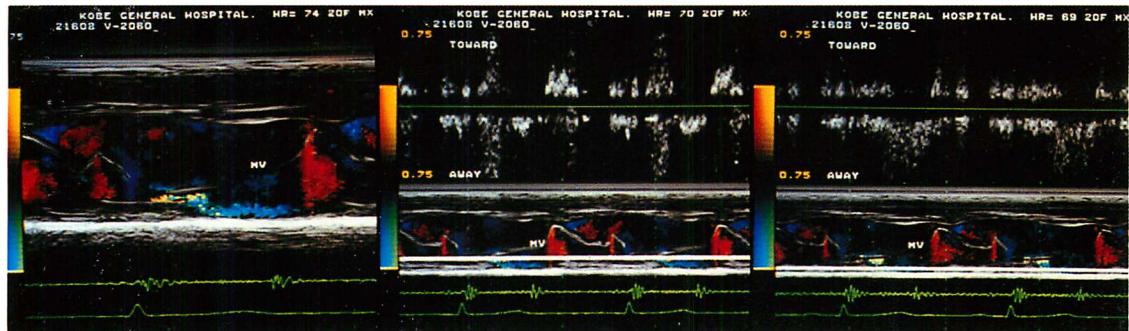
M-mode color (left panel) and pulsed (middle and right panel) Doppler recordings of a patient with mitral valve prolapse.
